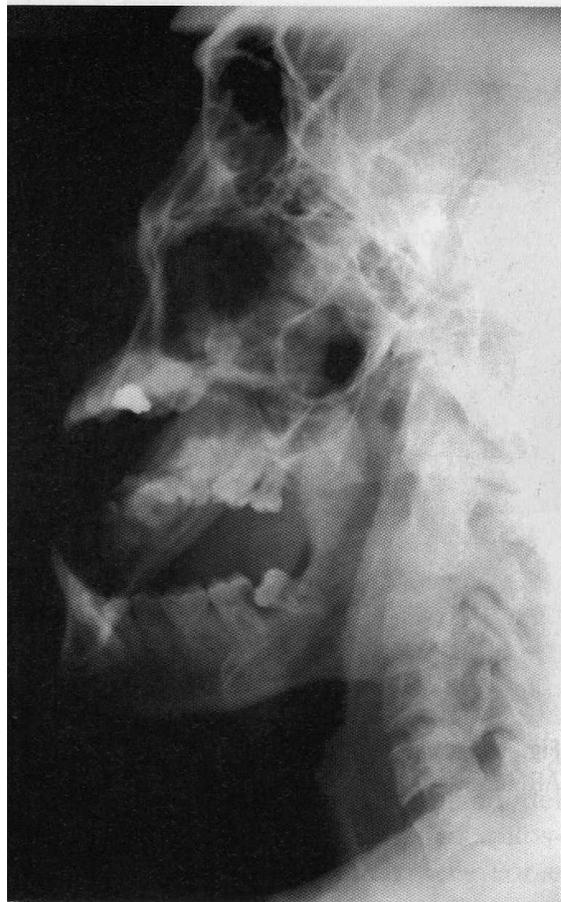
b a) Radiografia laterale obliqua che evidenzia la posizione dell'ottavo (4.8) e la lesione cariosa del 4.7, quest'ultimo sarà estratto; b) particolare ingrandito
